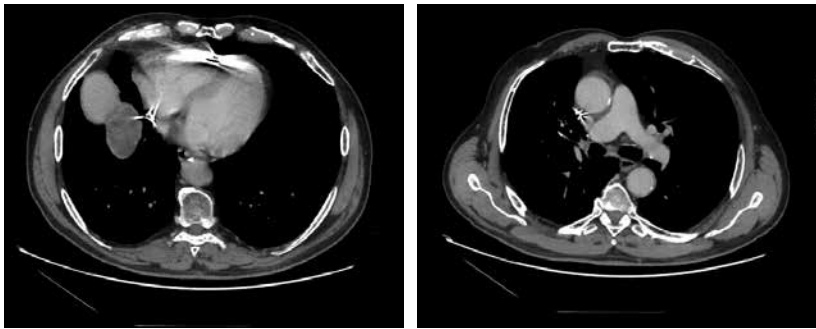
КТ органов грудной клетки от 28.09.2021
